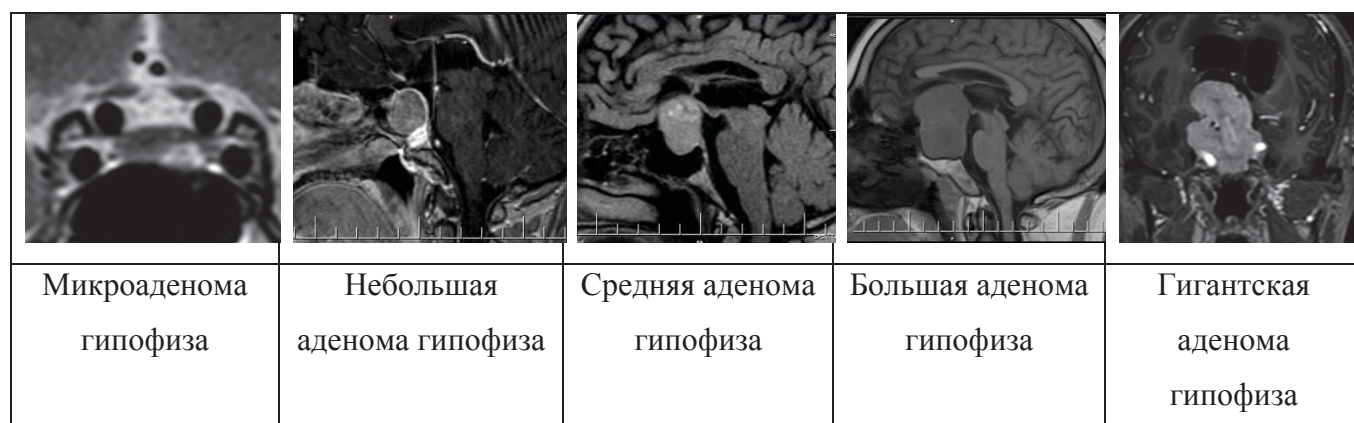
МРТ головного мозга (различные варианты размеров аденом гипофиза)
